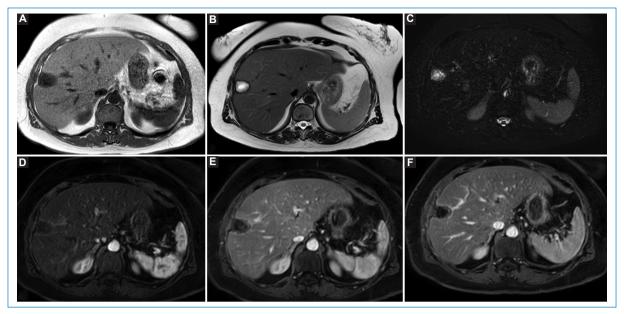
(A) RM axial potenciada en T1. Lesión focal hepática hipointensa. (B) RM axial potenciada en T2. La lesión presenta una cápsula marcadamente hipointensa y un centro hiperintenso. (C) STIR axial. Cápsula hipointensa y centro hiperintenso en STIR. (D-F) Secuencias axiales tras la inyección de gadolinio en fases arterial precoz, arterial tardía y venosa, respectivamente. Realce capsular progresivo sin lavado, similar a los hallazgos de la ecografía con contraste. No se objetiva captación de contraste en el interior de la lesión en ninguna de las fases.
